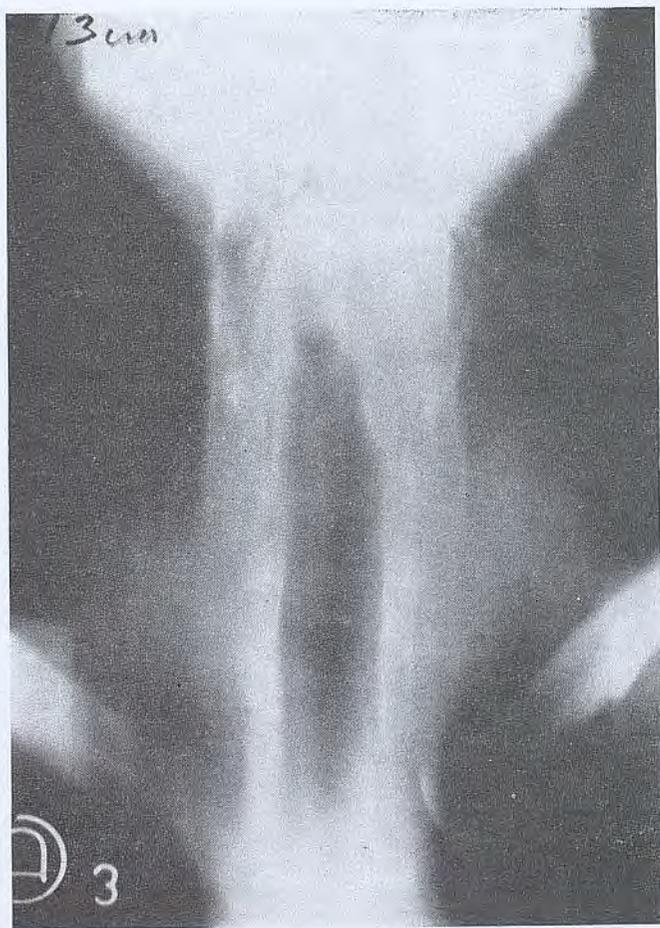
Tomografía frontal de al laringe, mostrando la tumoración que ocupa gran parte del vestíbulo laríngeo.
